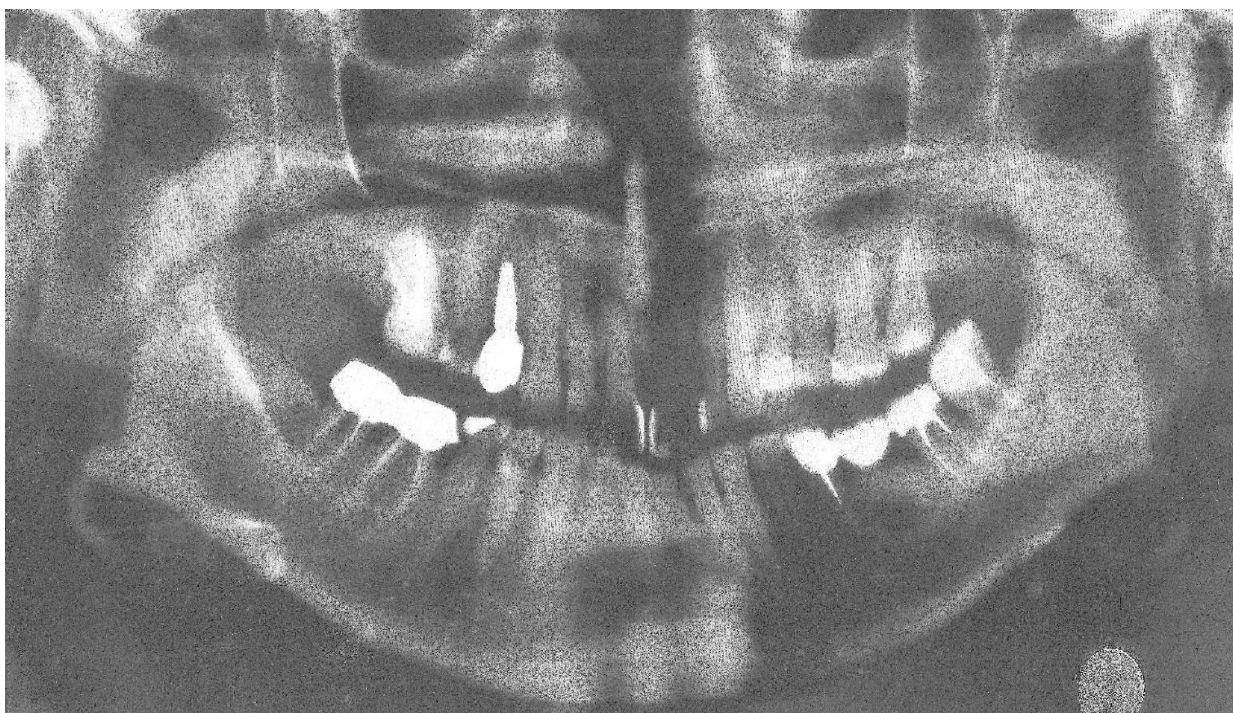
Ортопантомограмма пациентки Т. до лечения: хронический генерализованный пародонтит, тяжелой степени, резорбция межальвеолярных перегородок в области резцов верхней челюсти на 1/2 длины корня.
